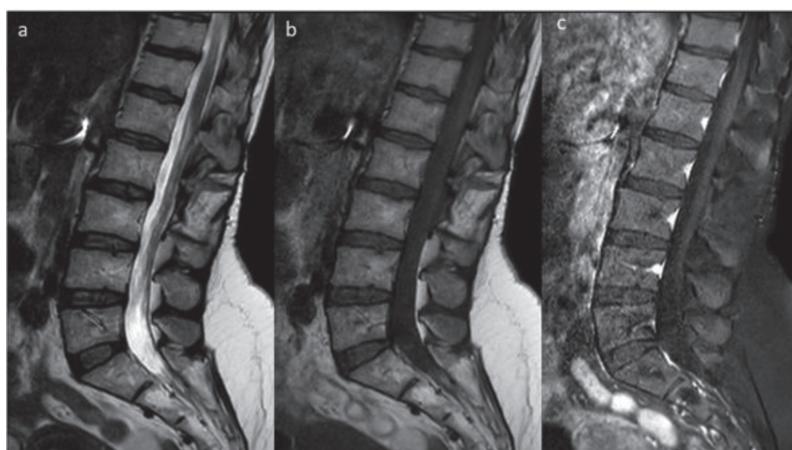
На МРТ через 1 год после операции: в T2W(a), в T1W(b) и в сериях с усиленным контрастированием (c) новообразования не наблюдалось
